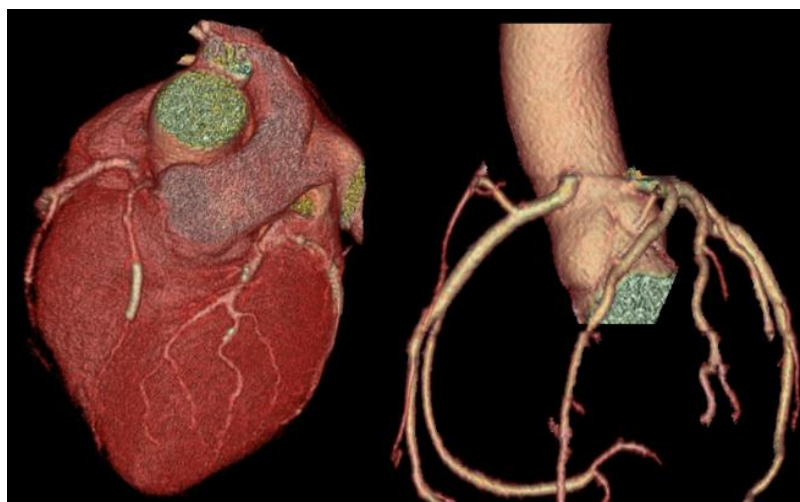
Мультиспиральная компьютерная томография. 3D-реконструкция сердца, аорты и коронарных артерий
